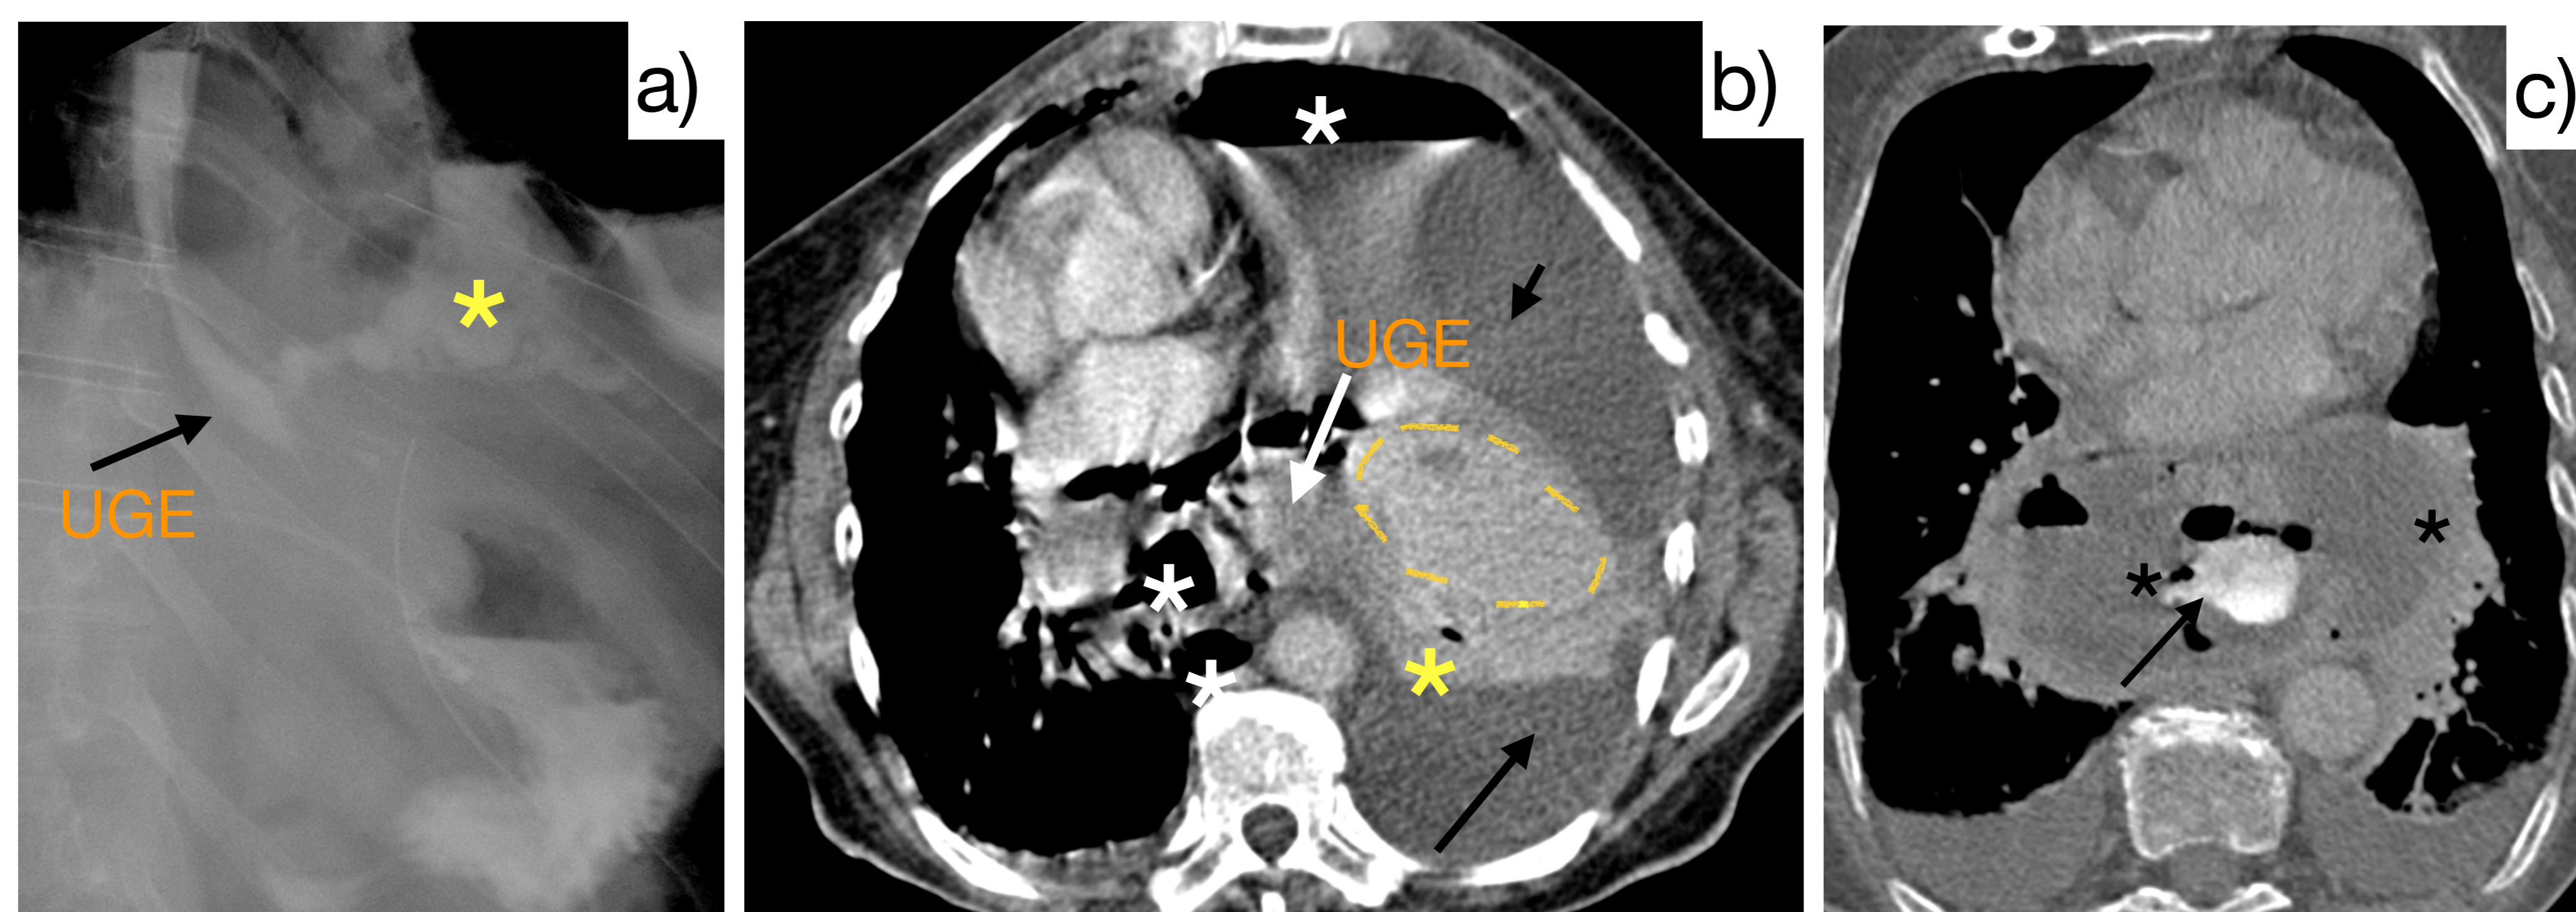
Proyección OAD tras de la administración de bario oral: el asterisco amarillo muestra una fuga de contraste oral fuera de la luz esofágica b) TC axial con contraste IV; asteriscos blancos: neumotórax y neumomediastino; líneas de puntos amarillas: extravasación del contraste oral rodeado de atelectasia pulmonar (asterisco amarillo); flechas negras: derrame pleural c) TC axial con contraste IV; flecha negra: extravasación del contraste oral desde la luz esofágica; asteriscos negros: colección líquida con burbujas de aire mediastínica.
